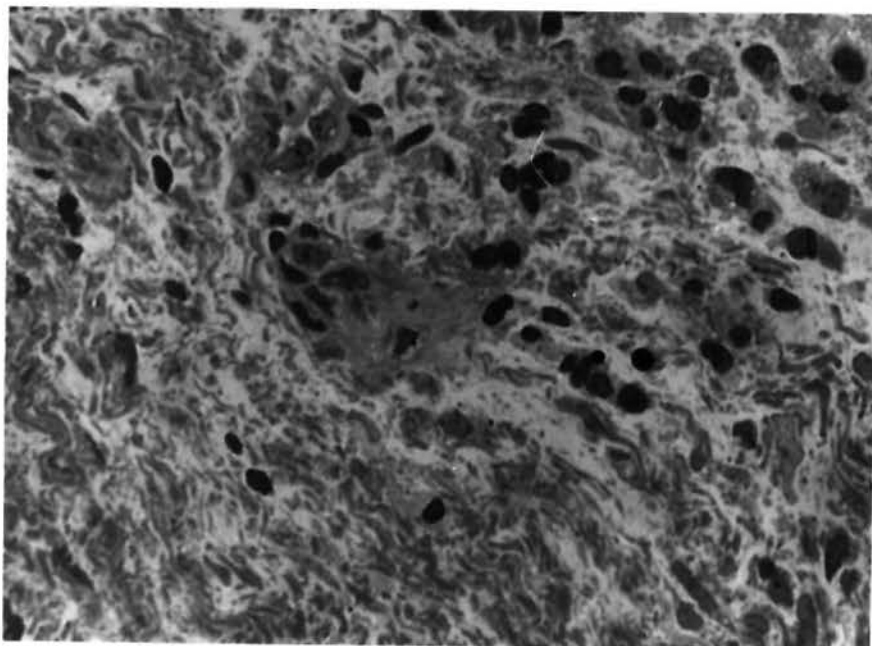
Célula gigante multinucleada tipo corpo estranho (seta). Área de moderado fibrosamento e discreta infiltração inflamatória num granuloma periapical. O colágeno do lado esquerdo está relativamente bem estruturado, enquanto que à direita, já se mostra desintegrado e infiltrado de macrófagos. Col. H.E. A.O. 63X.
